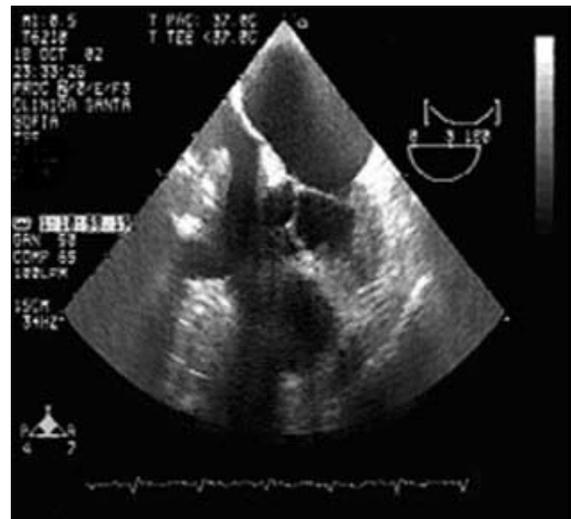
Tumor de aurícula derecha. Ecocardiograma TE. Hospital Santa Sofía, Manizales.
